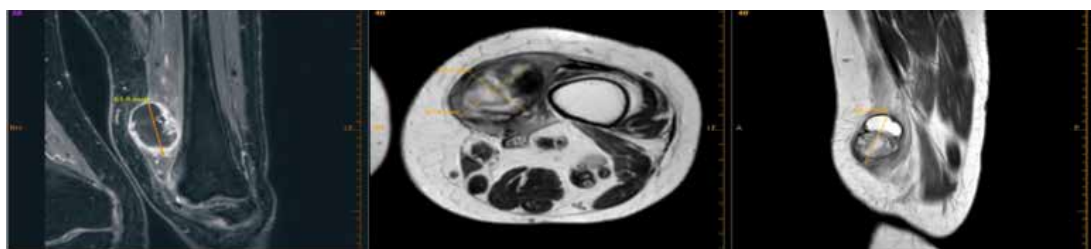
Магнитно-резонансная томография левого бедра с контрастированием пациентки А. от 16.04.2024 (после лечения)
